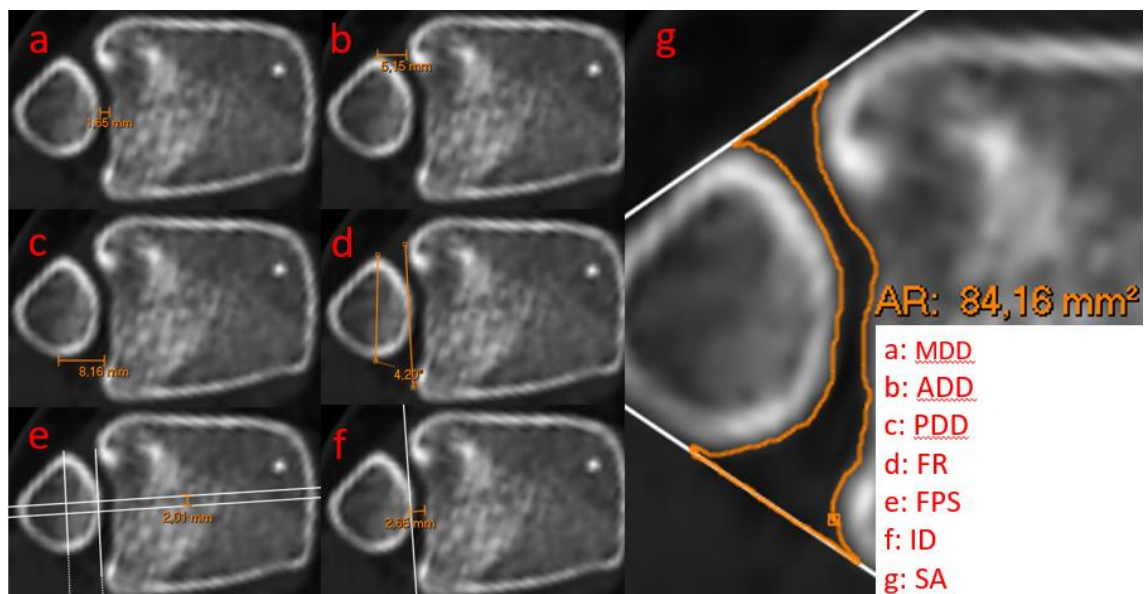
Mediciones realizadas sobre imágenes axiales de tomografía computarizada. a. Diferencia directa media (MDD). b. Diferencia directa anterior (ADD). c. Diferencia directa posterior (PDD). d. Rotación peronea (FR). e. Posición del peroné en el plano sagital. f. Profundidad de incisura (ID). g. Área sindesmótica.
